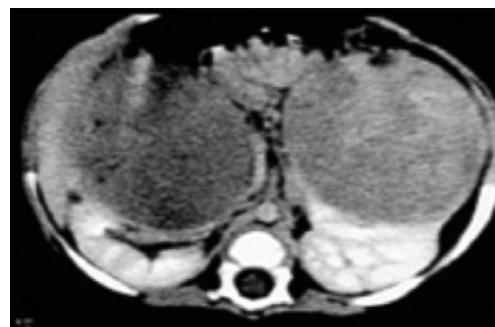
Tomografia: tumor de Wilms bilateral
